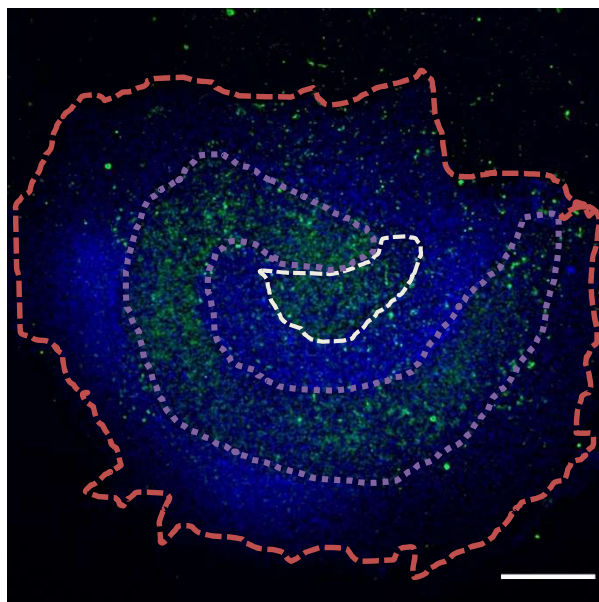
Imagem representativa de uma fatia do hipocampo mantida em cultura por 7 dias em meio com tiamina (CT). Em verde estão representados os neurônios marcados com anti-NeuN e, em azul, o núcleo de todas as células marcadas com DAPI. As linhas pontilhadas representam as diferentes áreas analisadas: GD (em branco), CA1-CA3 (em amarelo) e o tecido total (em vermelho). A linha horizontal branca representa 500 µm.
